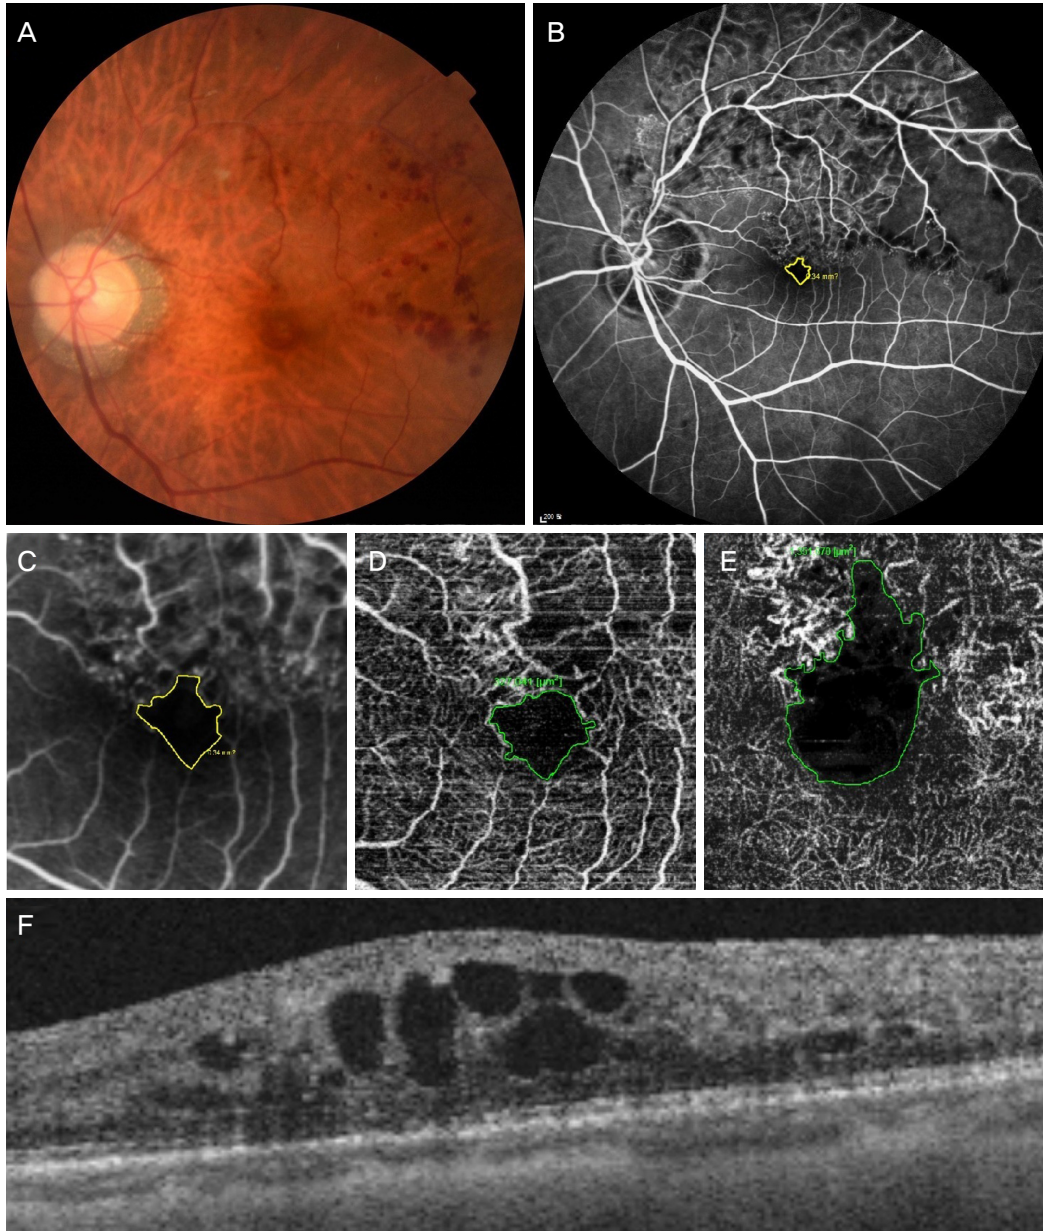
Macular edema related to a branch retinal vein occlusion. Color fundus photo (A), Fluorescein angiography (FAG; B), Zoom on the fovea in FAG (C), optical coherence tomography angiography (OCTA) in the superficial capillary plexus showed pretty well demarcated foveal capillary arcade although there was disruption of the capillary network superiorly (D). However, OCTA in the deep capillary plexus (DCP) showed central black cysts, disorganization of the deep superior macula and magnified non-perfused area (E). Optical coherence tomography showed multiple intraretinal cysts where the corresponding OCTA in the DCP (F).
